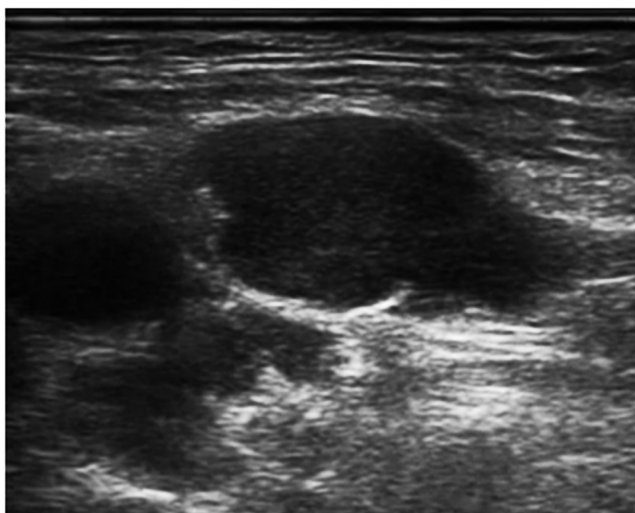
Antes de la ablación, en las exploraciones axiales, la adenopatía es hipocóica, con márgenes irregulares en la ecografía en modo B.
